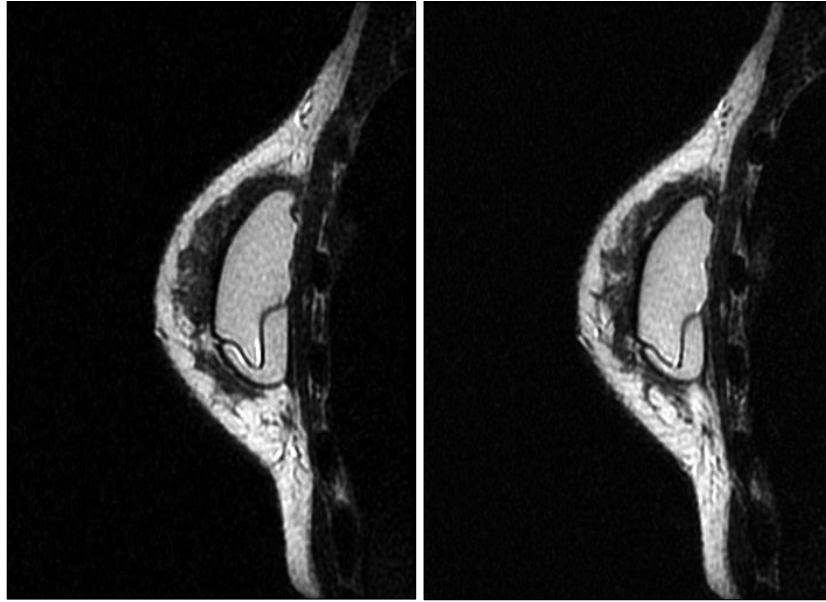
(Case 3) MRI finding of sagittal T2-weighted image of her left breast. MRI finding is similar to teardrop sign and even a radiologist diagnosed it as ‘rupture of the implant’.
